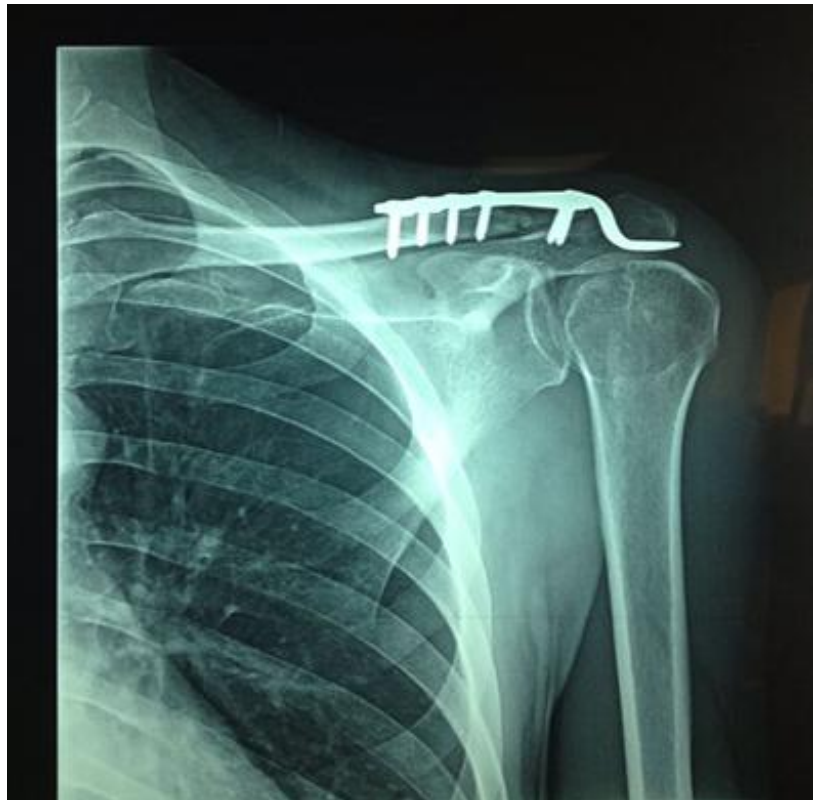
Radiographie de la face de l'épaule gauche montrant une réduction de la fracture par une plaque a crochet chez un patient du service de traumatologie orthopédie B4 du CHU Hassan II.
